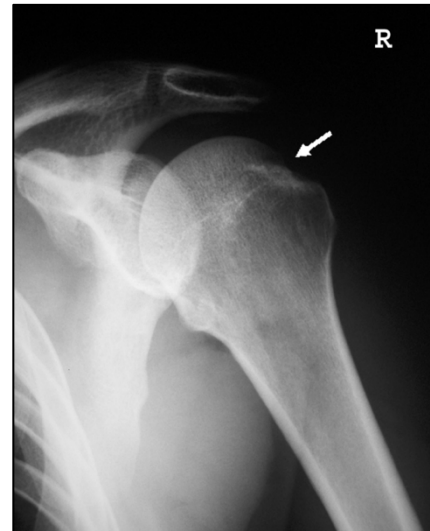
Hill-Sachs-Läsion (Pfeil) in a.p.-Röntgenaufnahme in 60°-Innenrotationsstellung. Aus: Wambacher et al. (2017).
